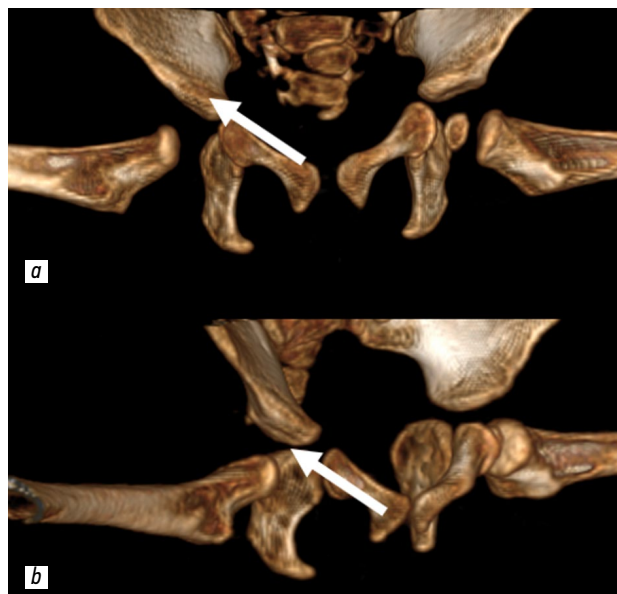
Контрольная компьютерная томография на первые постоперационные сутки. Метадиафизы бедренных костей центрированы в полости тазобедренных суставов. Прямая проекция (a) и с разворотом в 45° (b).
